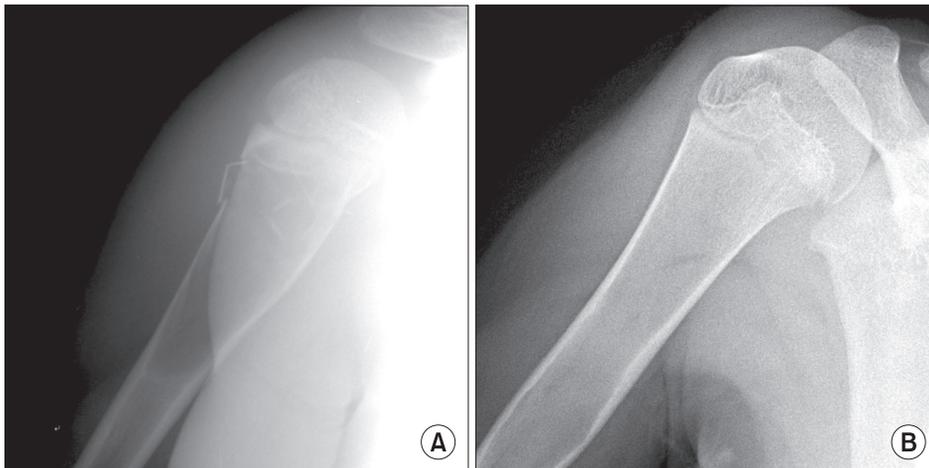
Completely healed case. (A) It was initial x-ray. (B) After treatment, the cystic lesion was completely resolved after duration 46 months.
